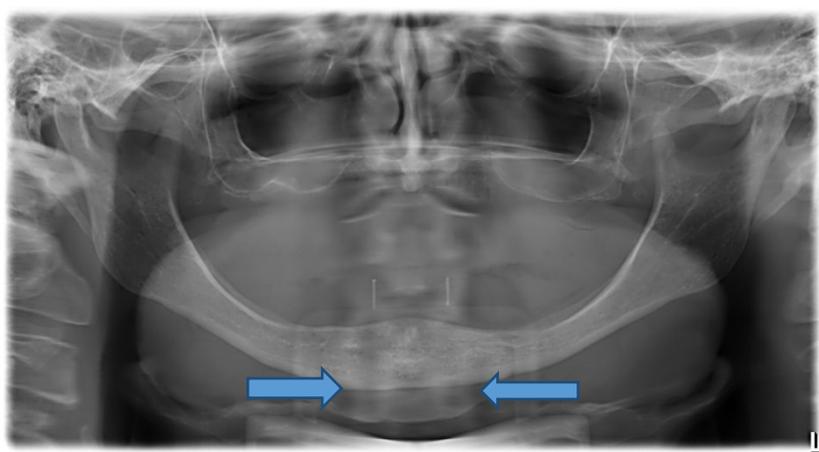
Radiografia panorâmico. Observar a imagem dos cones de guta-percha.
